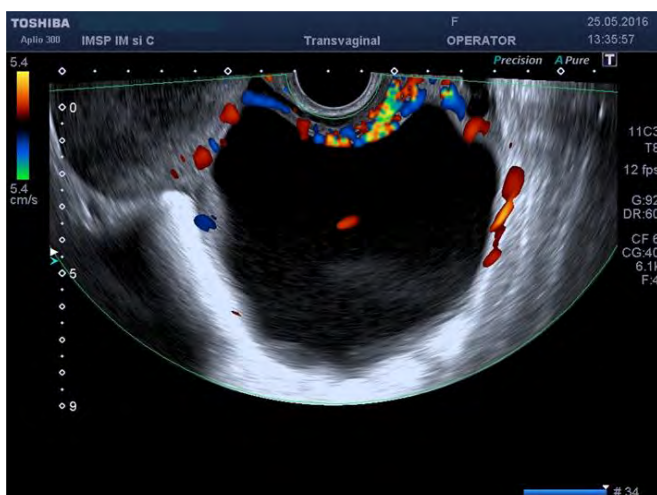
Ultrasonografie transvaginală cu velocimetrie Doppler (J.M., 18 ani): CAS a ovarului drept 111x96 mm
